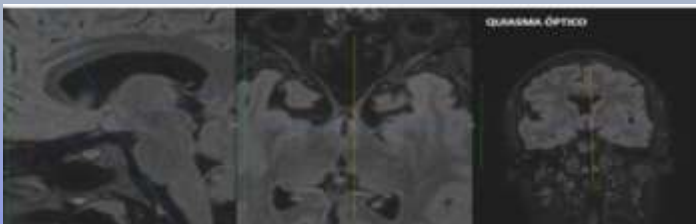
RMI Cerebro secuencia FLAIR: Hipoplasia del quiasma óptico (cortesía: Departamento de Imágenes Hospital Alcívar).
